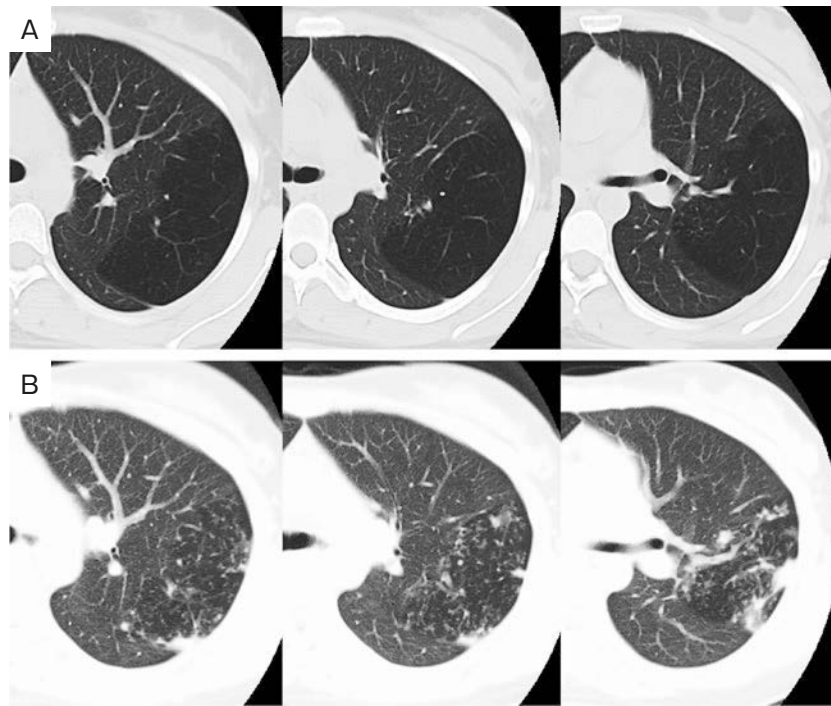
Chest computed tomography (CT) findings. (A) Chest CT taken about four years ago showed a wedge-shaped area of hyperlucency in the left lung. (B) Chest CT on admission showed granular shadows and consolidation in the hyperlucent area of the left lung.
